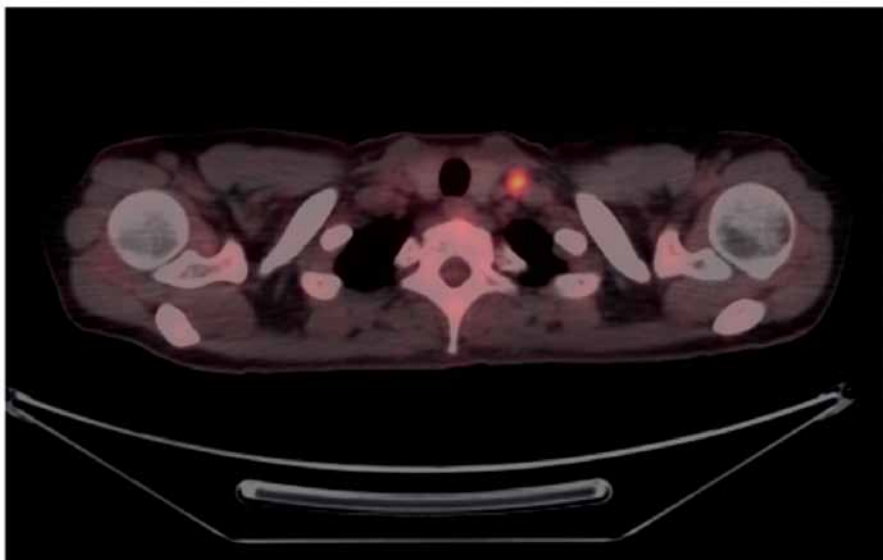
ПЭТ-КТ. РФП: F-18-фтордезоксиглюкоза. Метастаз в надключичный узел слева
